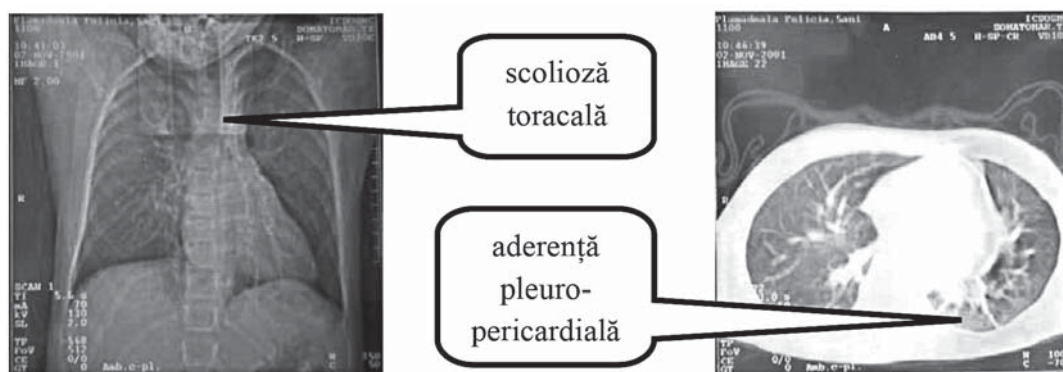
Radiografia pulmonară la copilul de vârstă școlară cu sindromul Marfan
